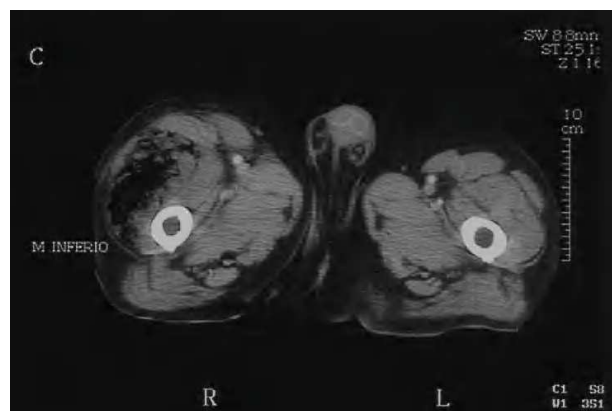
Tomografía computarizada de extremidades inferiores a nivel de la raíz del muslo. Se aprecian burbujas de gas disecando el músculo vasto externo y produciendo abombamiento de la fascia lata en sentido proximal.
